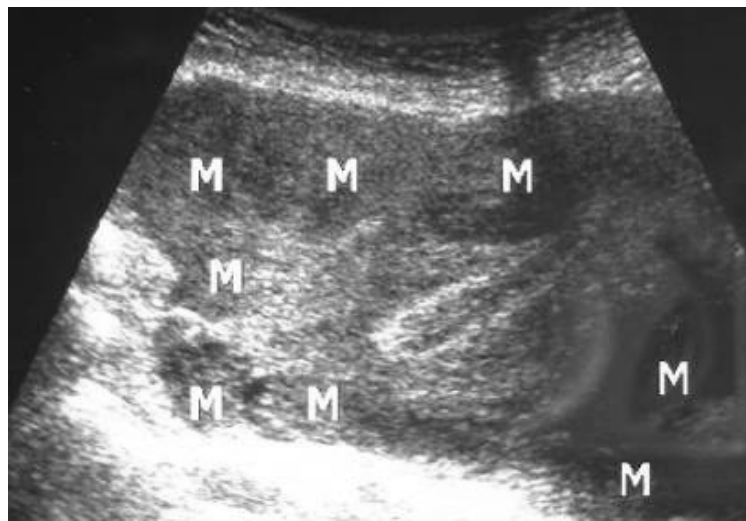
Ecografía tocoginecológica suprapúbica demostrando útero deformado, miomatoso.
